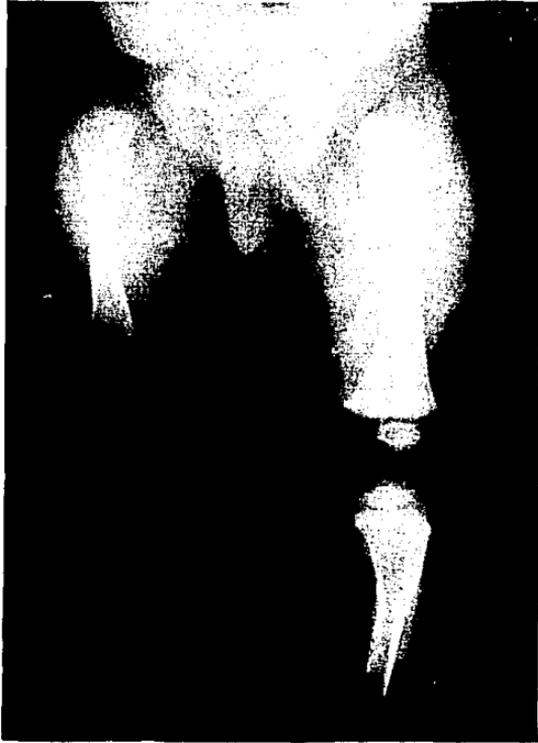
En esta radiografía apreciamos mayor volumen de partes blandas del miembro inferior izquierdo, nótese que el diámetro y la longitud de los huesos también tiene mayores dimensiones que en lado derecho.
